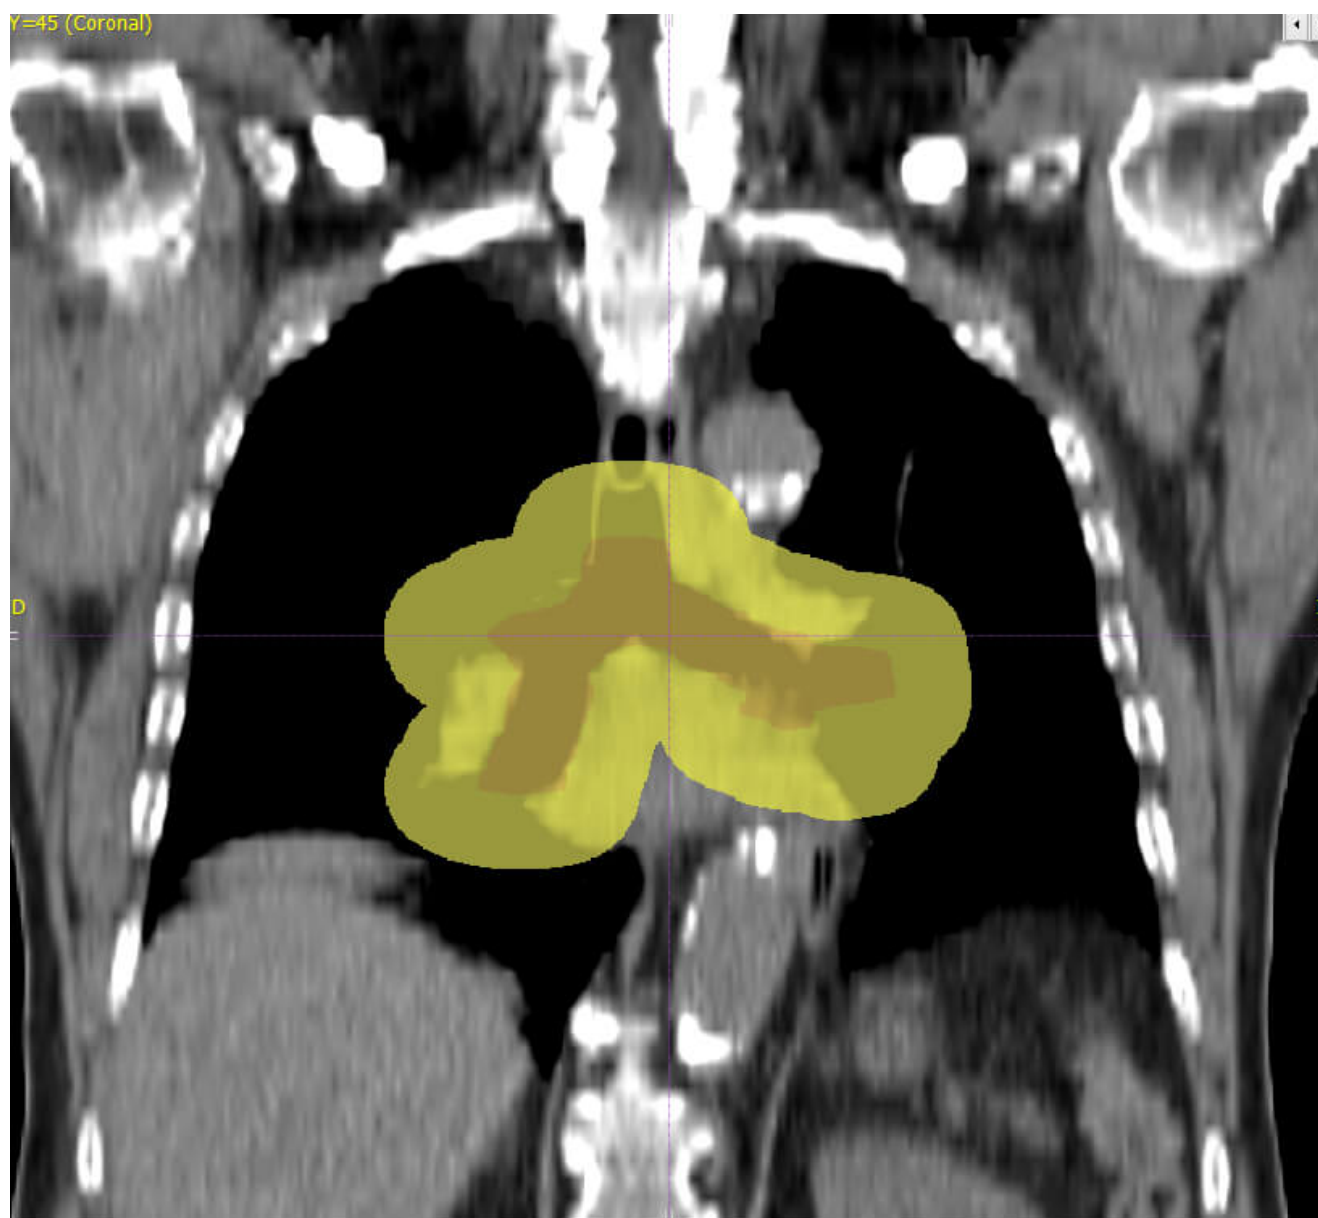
Representación coronal en TC del árbol bronquial proximal (ABP) en rojo y la zona de seguridad circundante de 2 cm en todas direcciones. Siguiendo las directrices de los protocolos de la RTOG (20), el ABP está compuesto por los 2 cm más distales de la tráquea, la carina, ambos bronquios principales, el bronquio intermediario y los bronquios de los lóbulos superiores, medio, lingular e inferiores. Todos los tumores localizados a menos de 2 cm de distancia del ABP (área en amarillo) se definen como tumores centrales.
